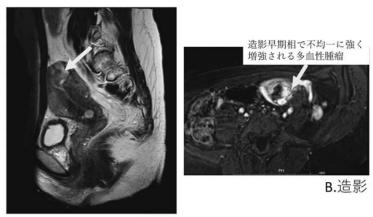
A. B. C. CTにて肺野に多発結節影を認められる(矢印)。 D. 子宮底部筋層に多血性の腫瘤を認めた。
